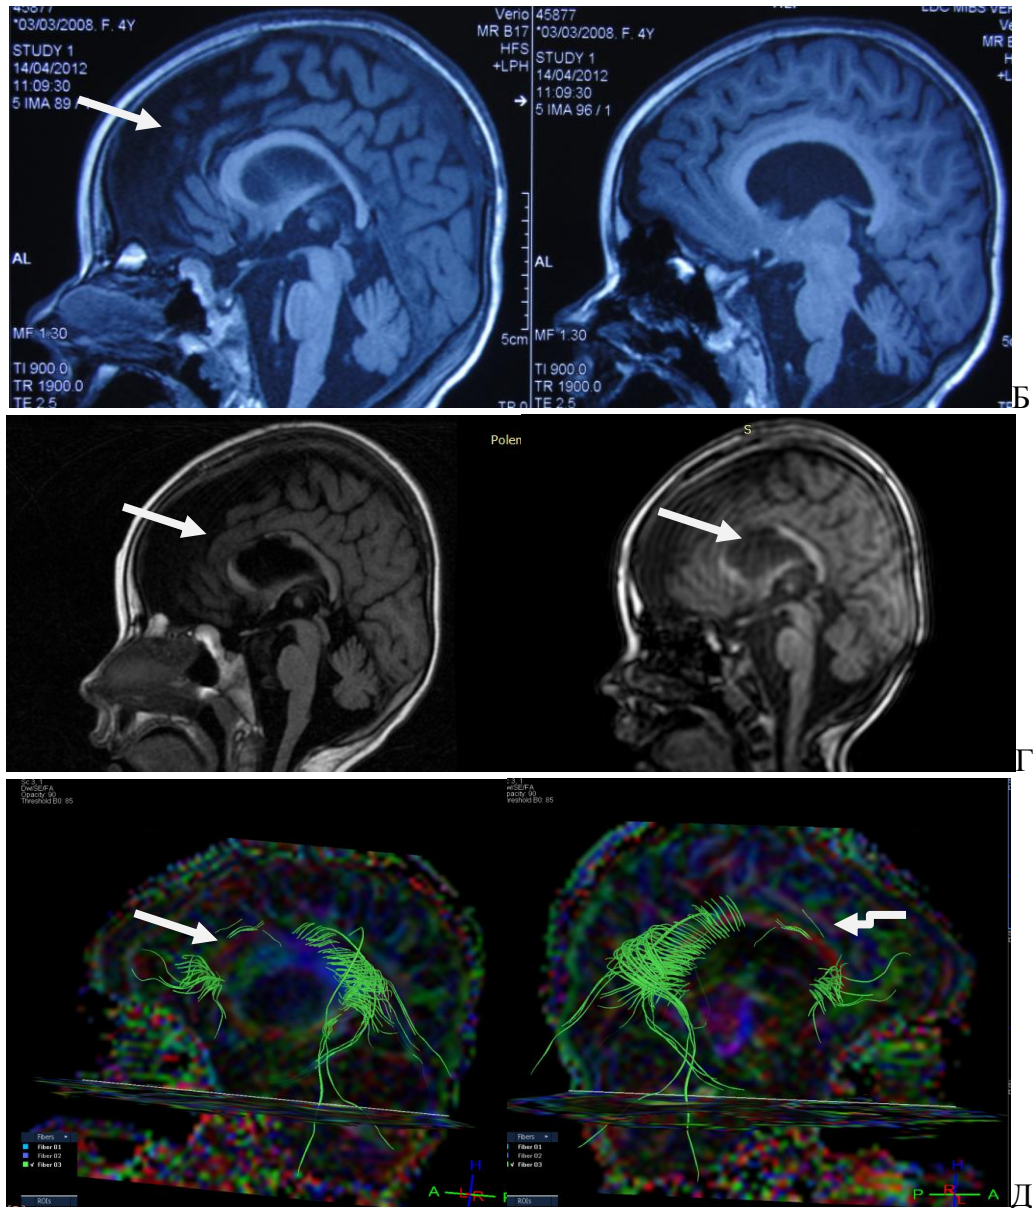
(В,Г,Д) – Больная П., 4 лет. Ист.б. №911-12. На рисунке В представлена МРТ больной до операции. На рисунке Г МРТ больной через 14 и 18 суток после операции передней 2/3 каллозотомии. На рисунке Д МРТ трактография через 18 суток после операции (вид слева и справа).
